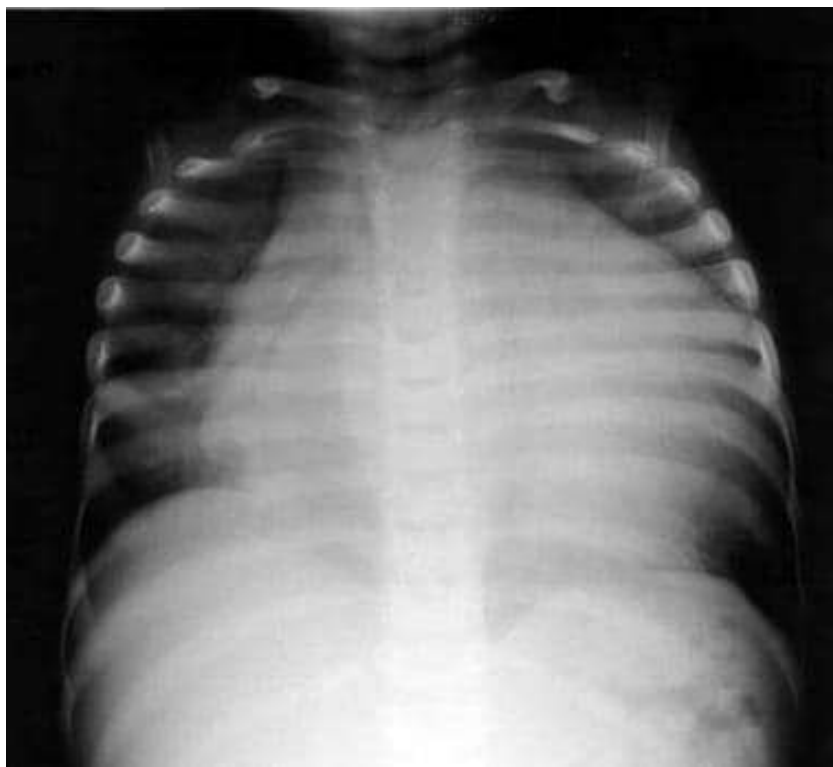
Рентгенограма транспозиція магістральних судин (конфігурація
